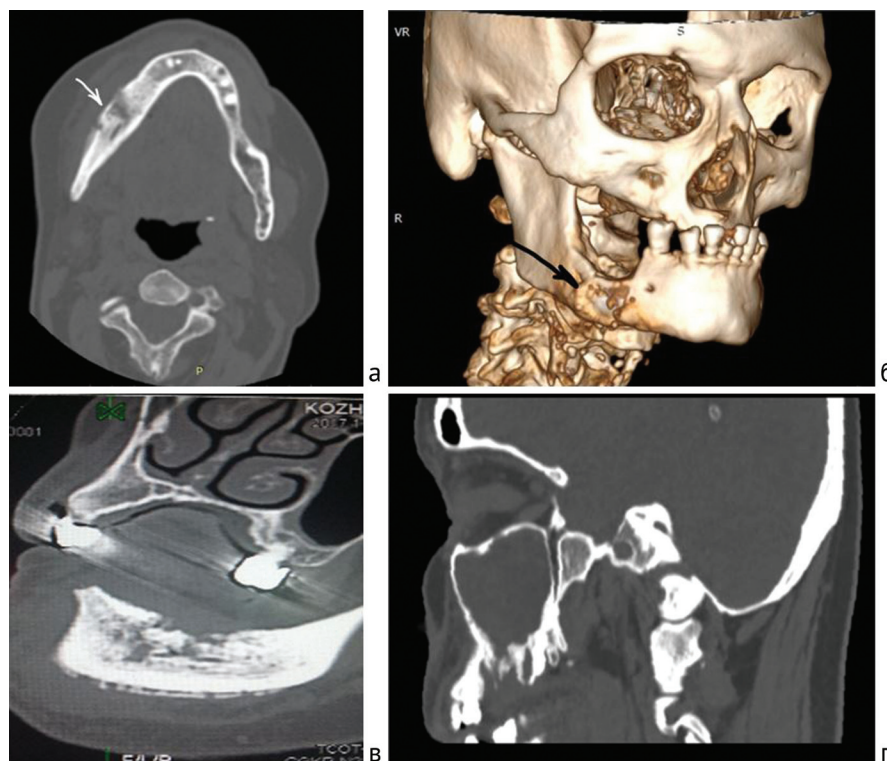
а – аксиальный срез МСКТ (костное окно) нижней челюсти при МОНЧ; б – 3D-реконструкция при МОНЧ; в – сагиттальный срез МСКТ нижней челюсти при МОНЧ; г – сагиттальный срез МСКТ (костное окно) при МОНЧ верхней челюсти
